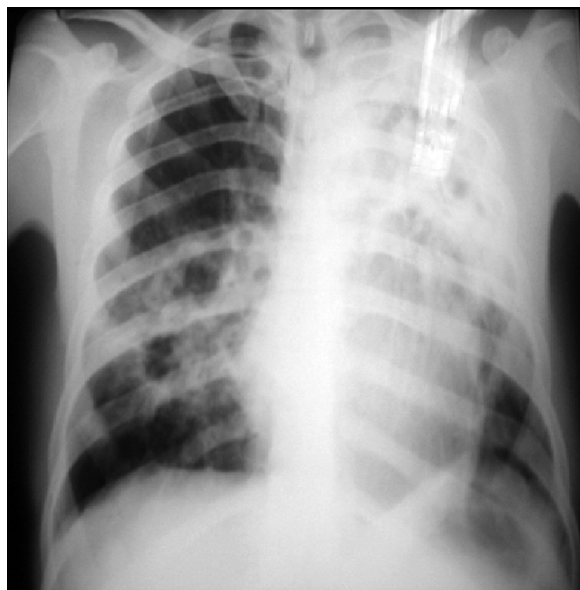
Telerradiografia de tórax PA à entrada.
